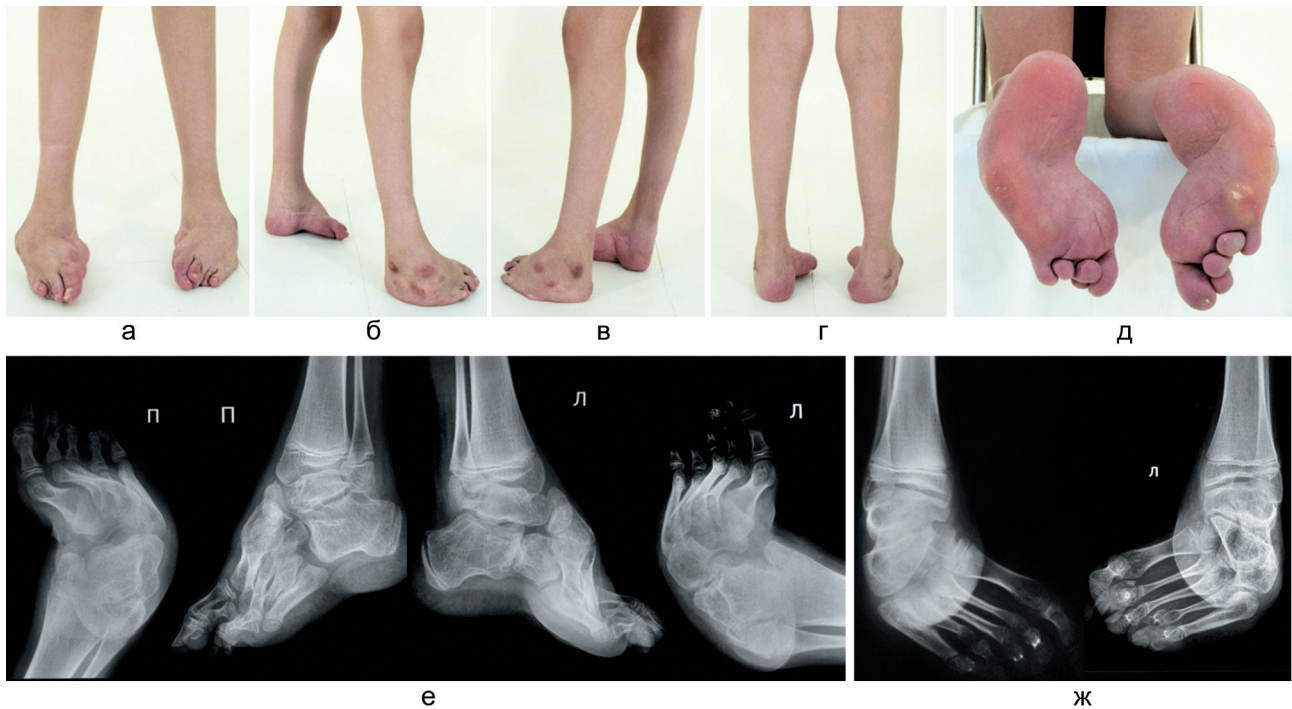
Фото и рентгенограммы стоп пациента до лечения
